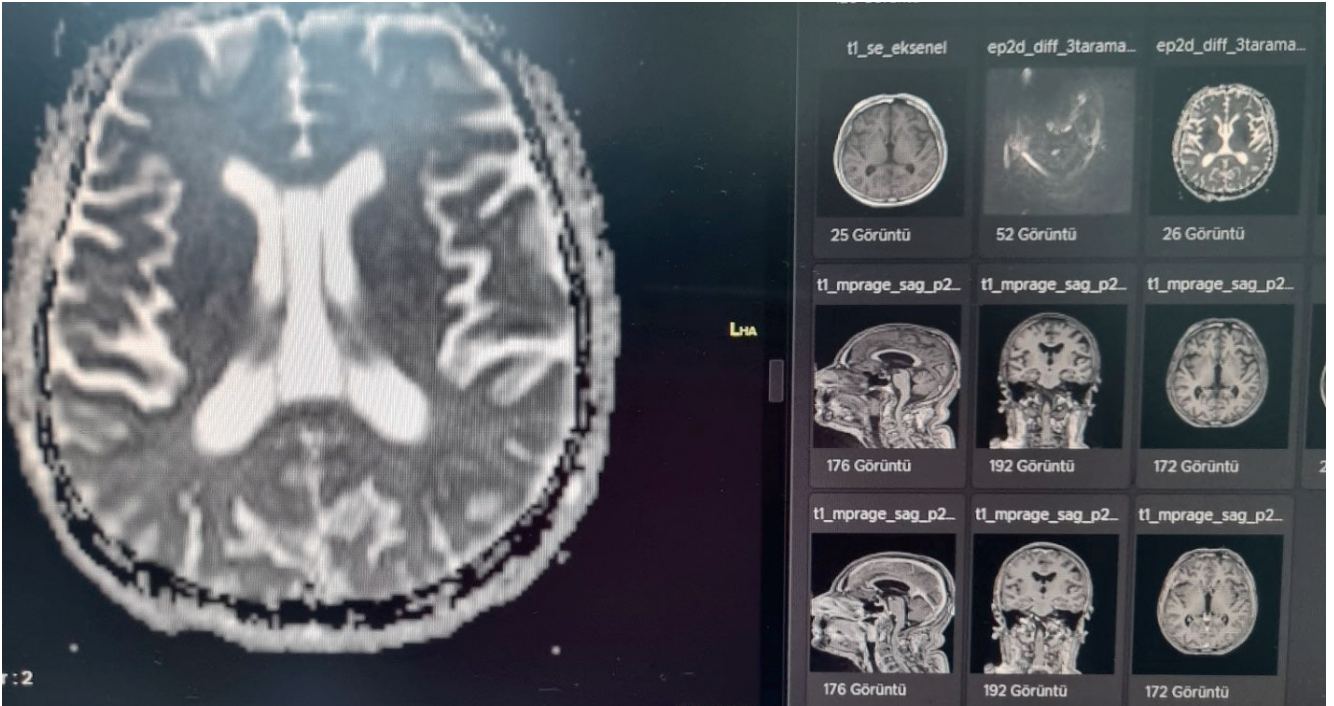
Post operatif Bilgisayarlı beyin tomografisi görüntüsü
